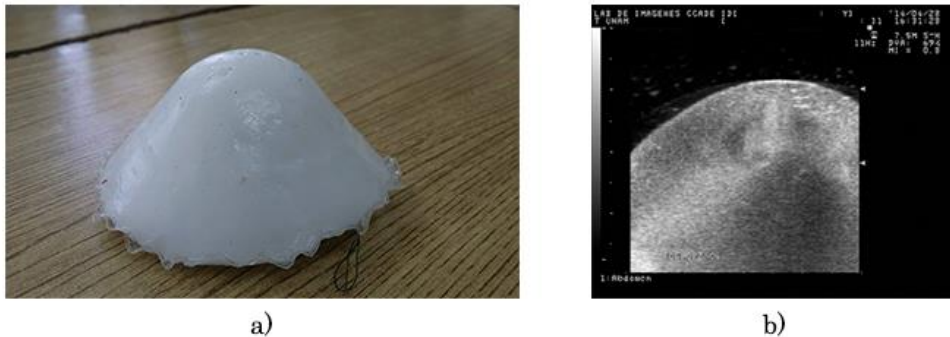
Maniquí de PVA; a) maniquí de PVA simulando una mama, b) imagen de ultrasonido de un maniquí de PVA simulando una mama.
